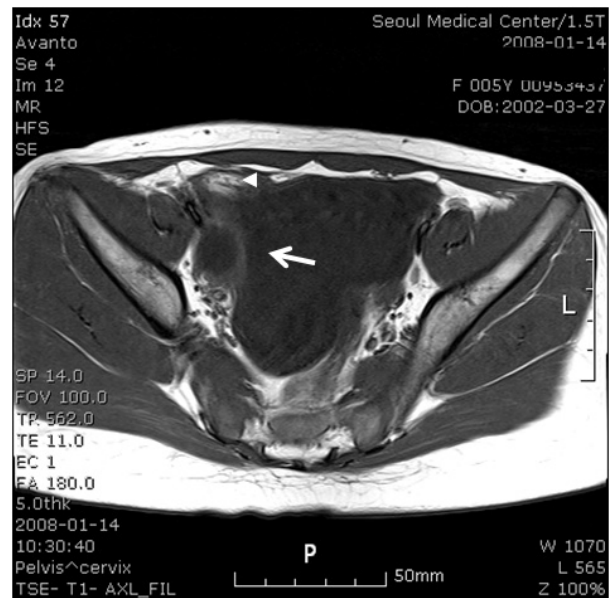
T1 weighted axial magnetic resonance image shows the minute size of high signal intensity lesion at peripheral area (arrow head), which misled this fat component of the ovarian cyst for other tissue. Also, the septated thick wall (arrow) can be noted.
